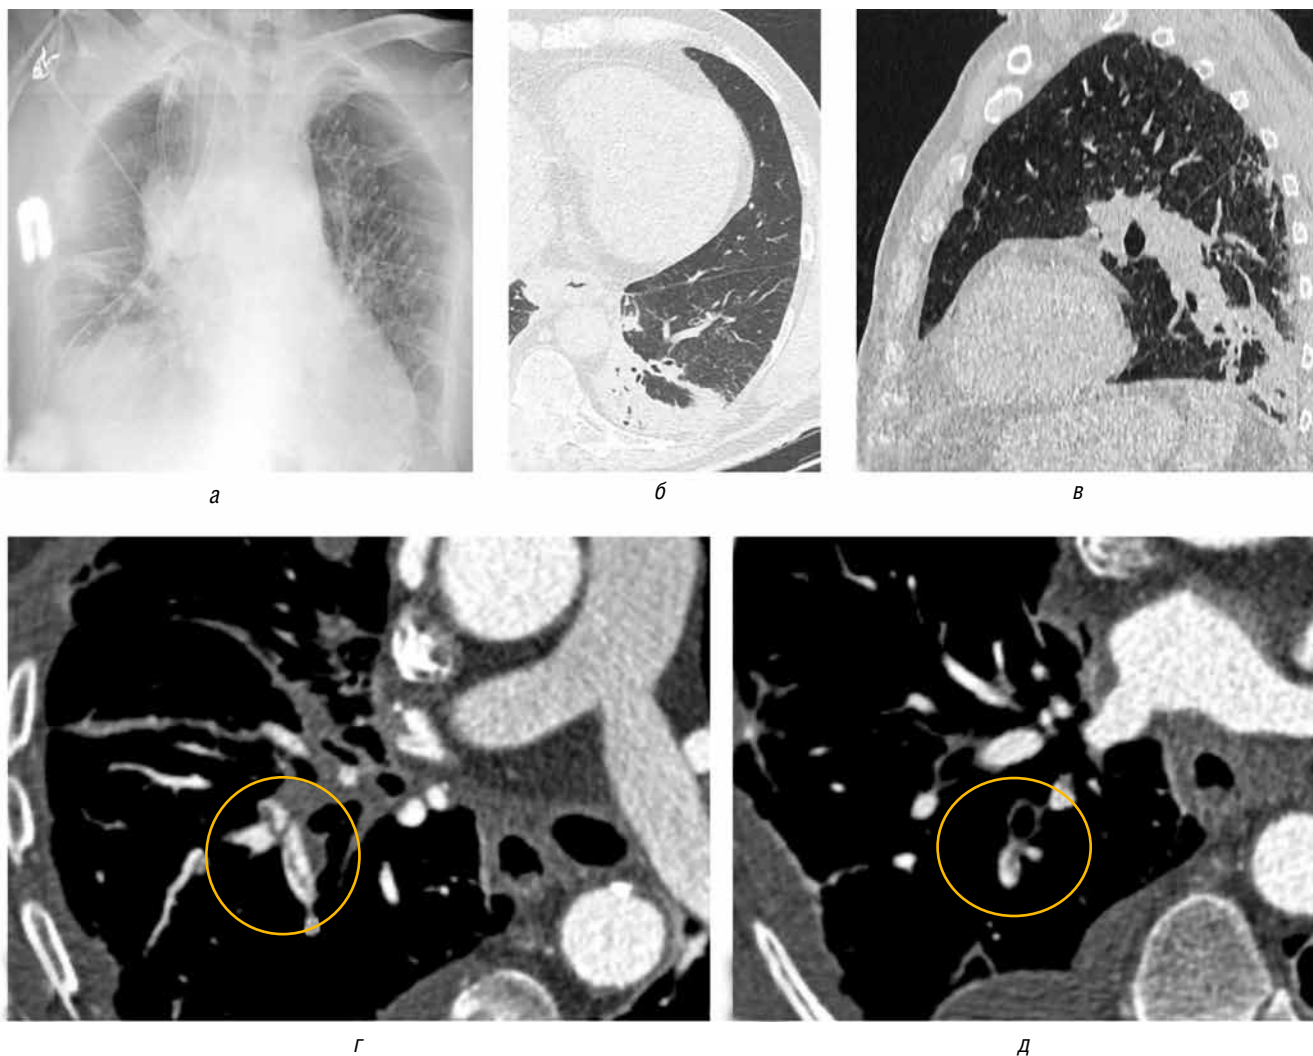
Рентгенологическая и КТ-картина осложнений, развившихся у пациента: *а* — интерстициальный отек легких; *б, в* — пневмония в нижней доле левого легкого; *г, д* — тромботические массы в сегментарных артериях правого легкого (обведены)
